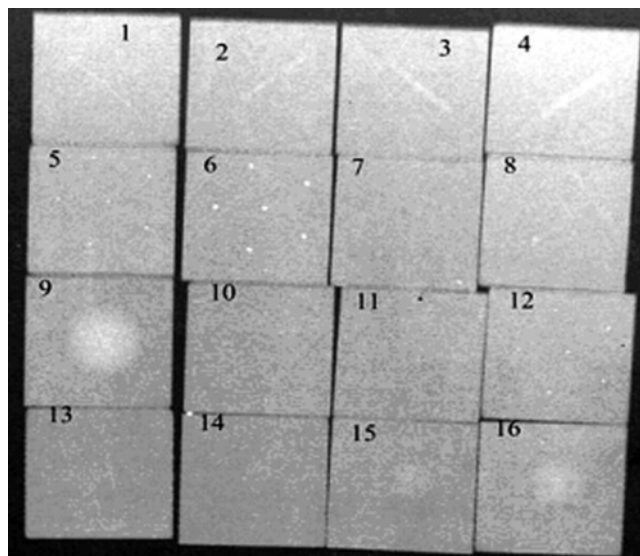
Рентгенограмма фантома, полученная на стандартном маммографе Phillips
